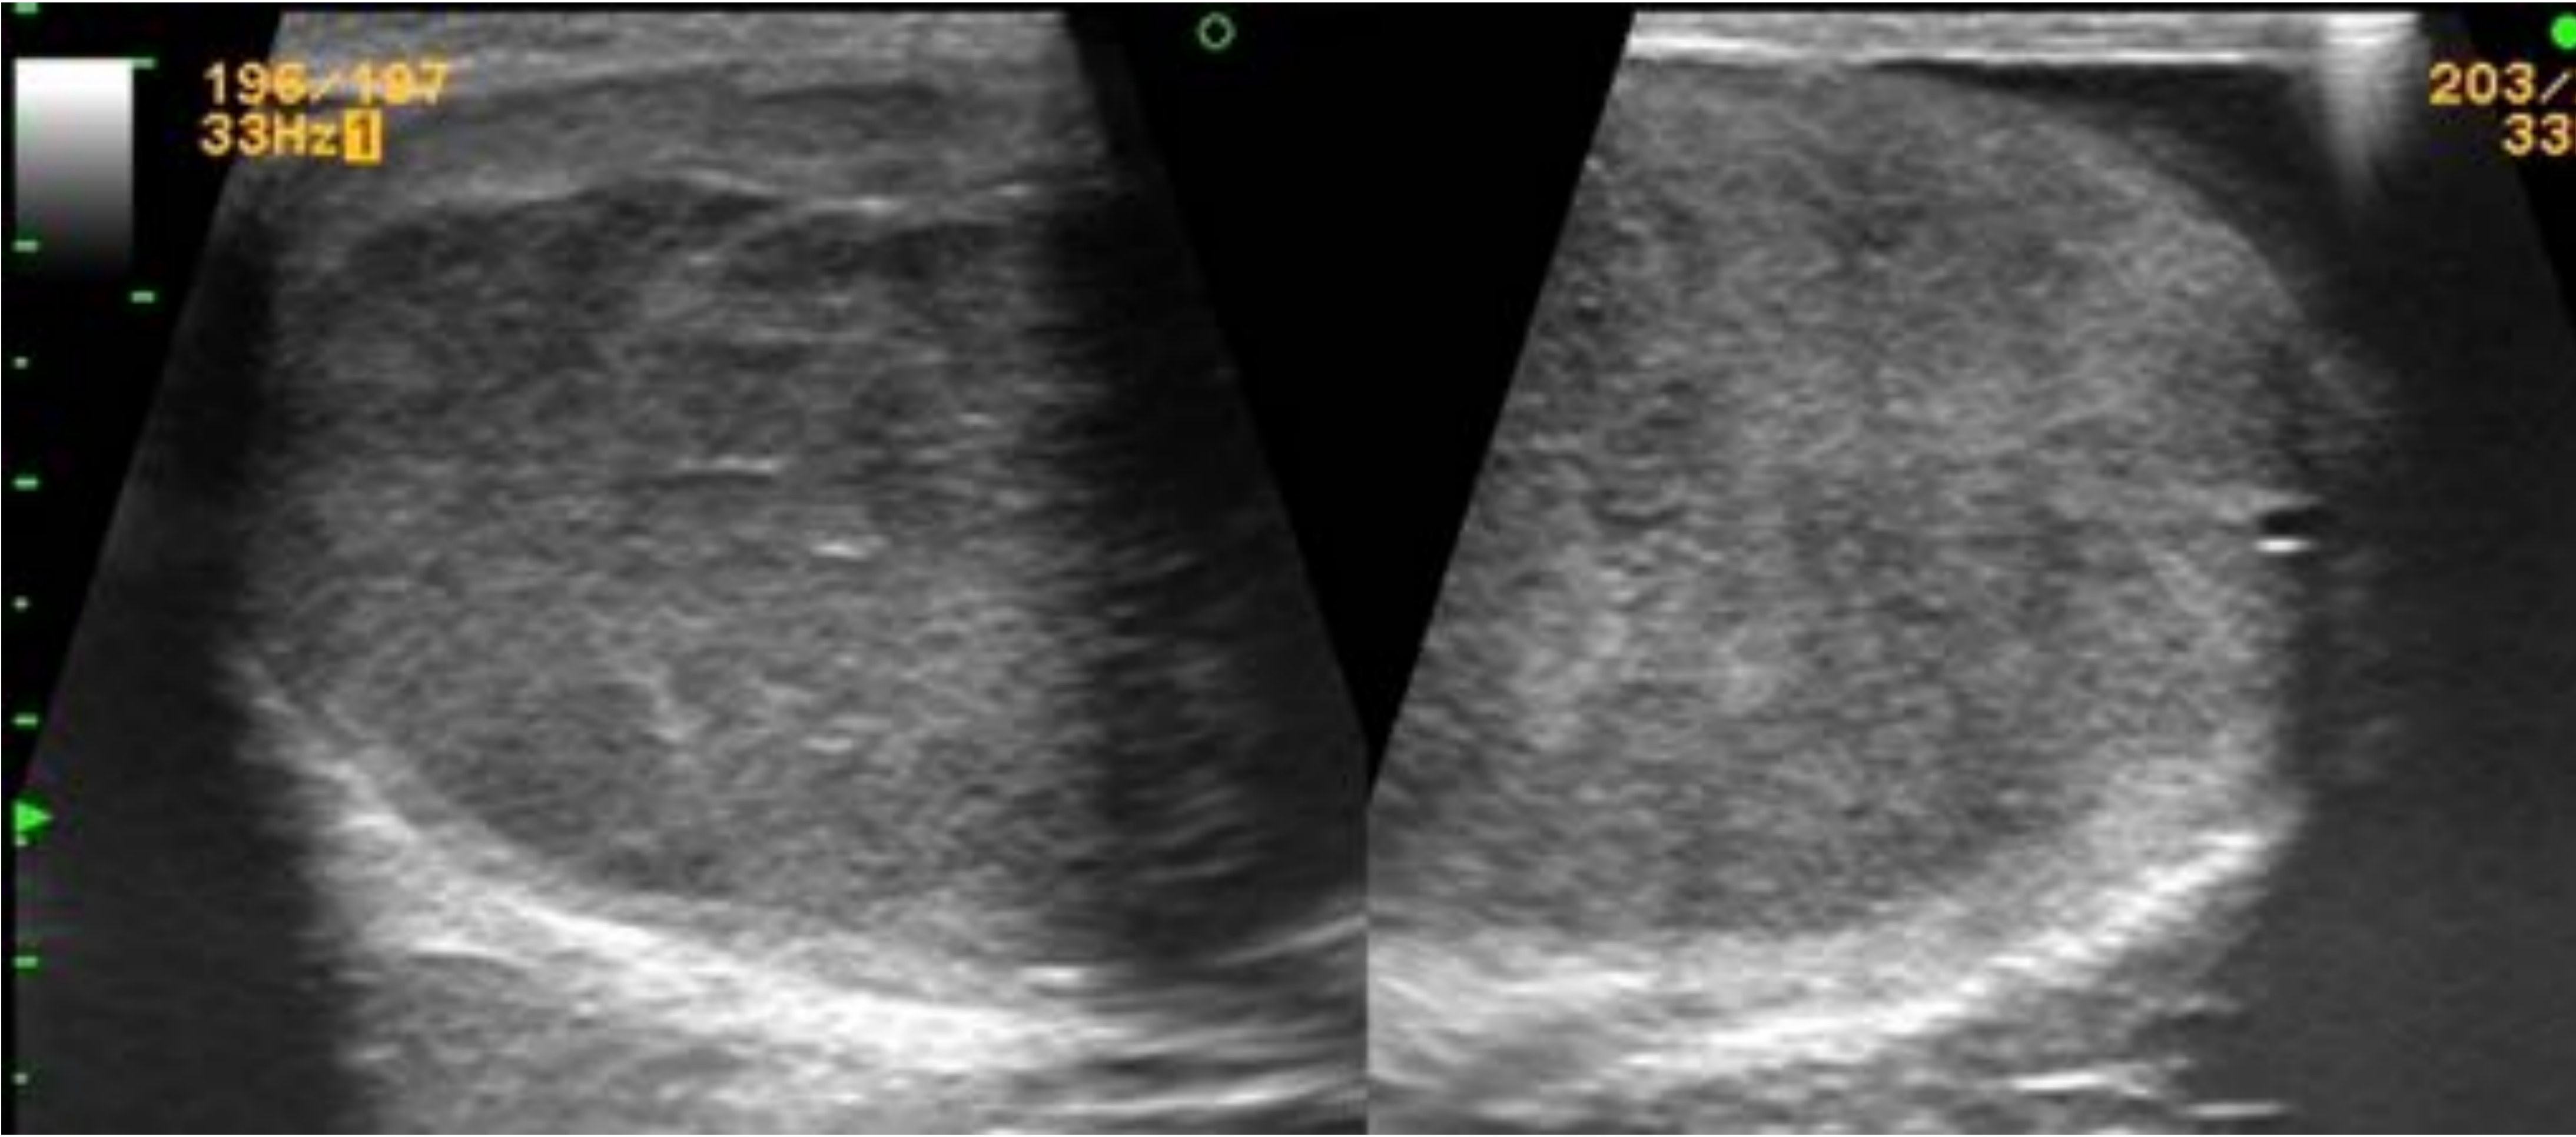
Alteración importante de la ecoestructura interna con formaciones multinodulares confluentes. Gran captación doppler. Seminoma anaplásico.
